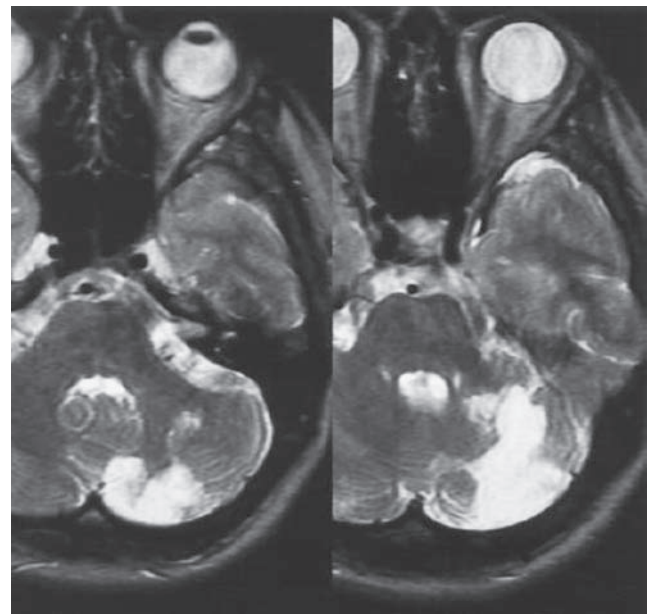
МРТ. Ішемічний інсульт в басейні ЗНМА
